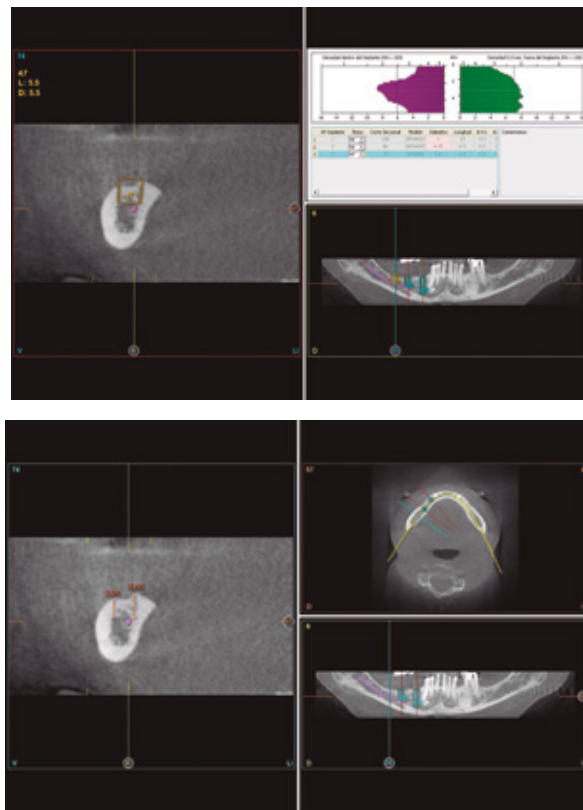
Imágenes de planificación del tac. Podemos ver en ellas cómo la diferencia en altura en la zona vestibular y lingual se hace evidente en el corte de planificación del TAC.
